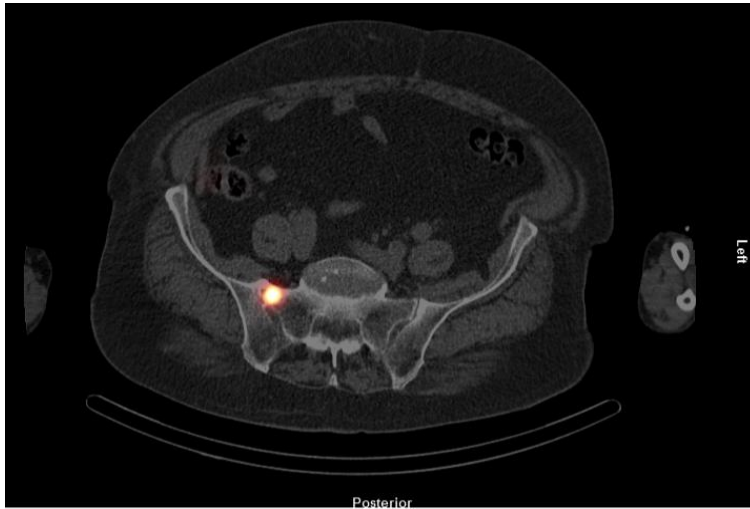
Transversalschnitt aus der Fusion von CT und SPECT von Patient 2 mit ossärer Metastase
